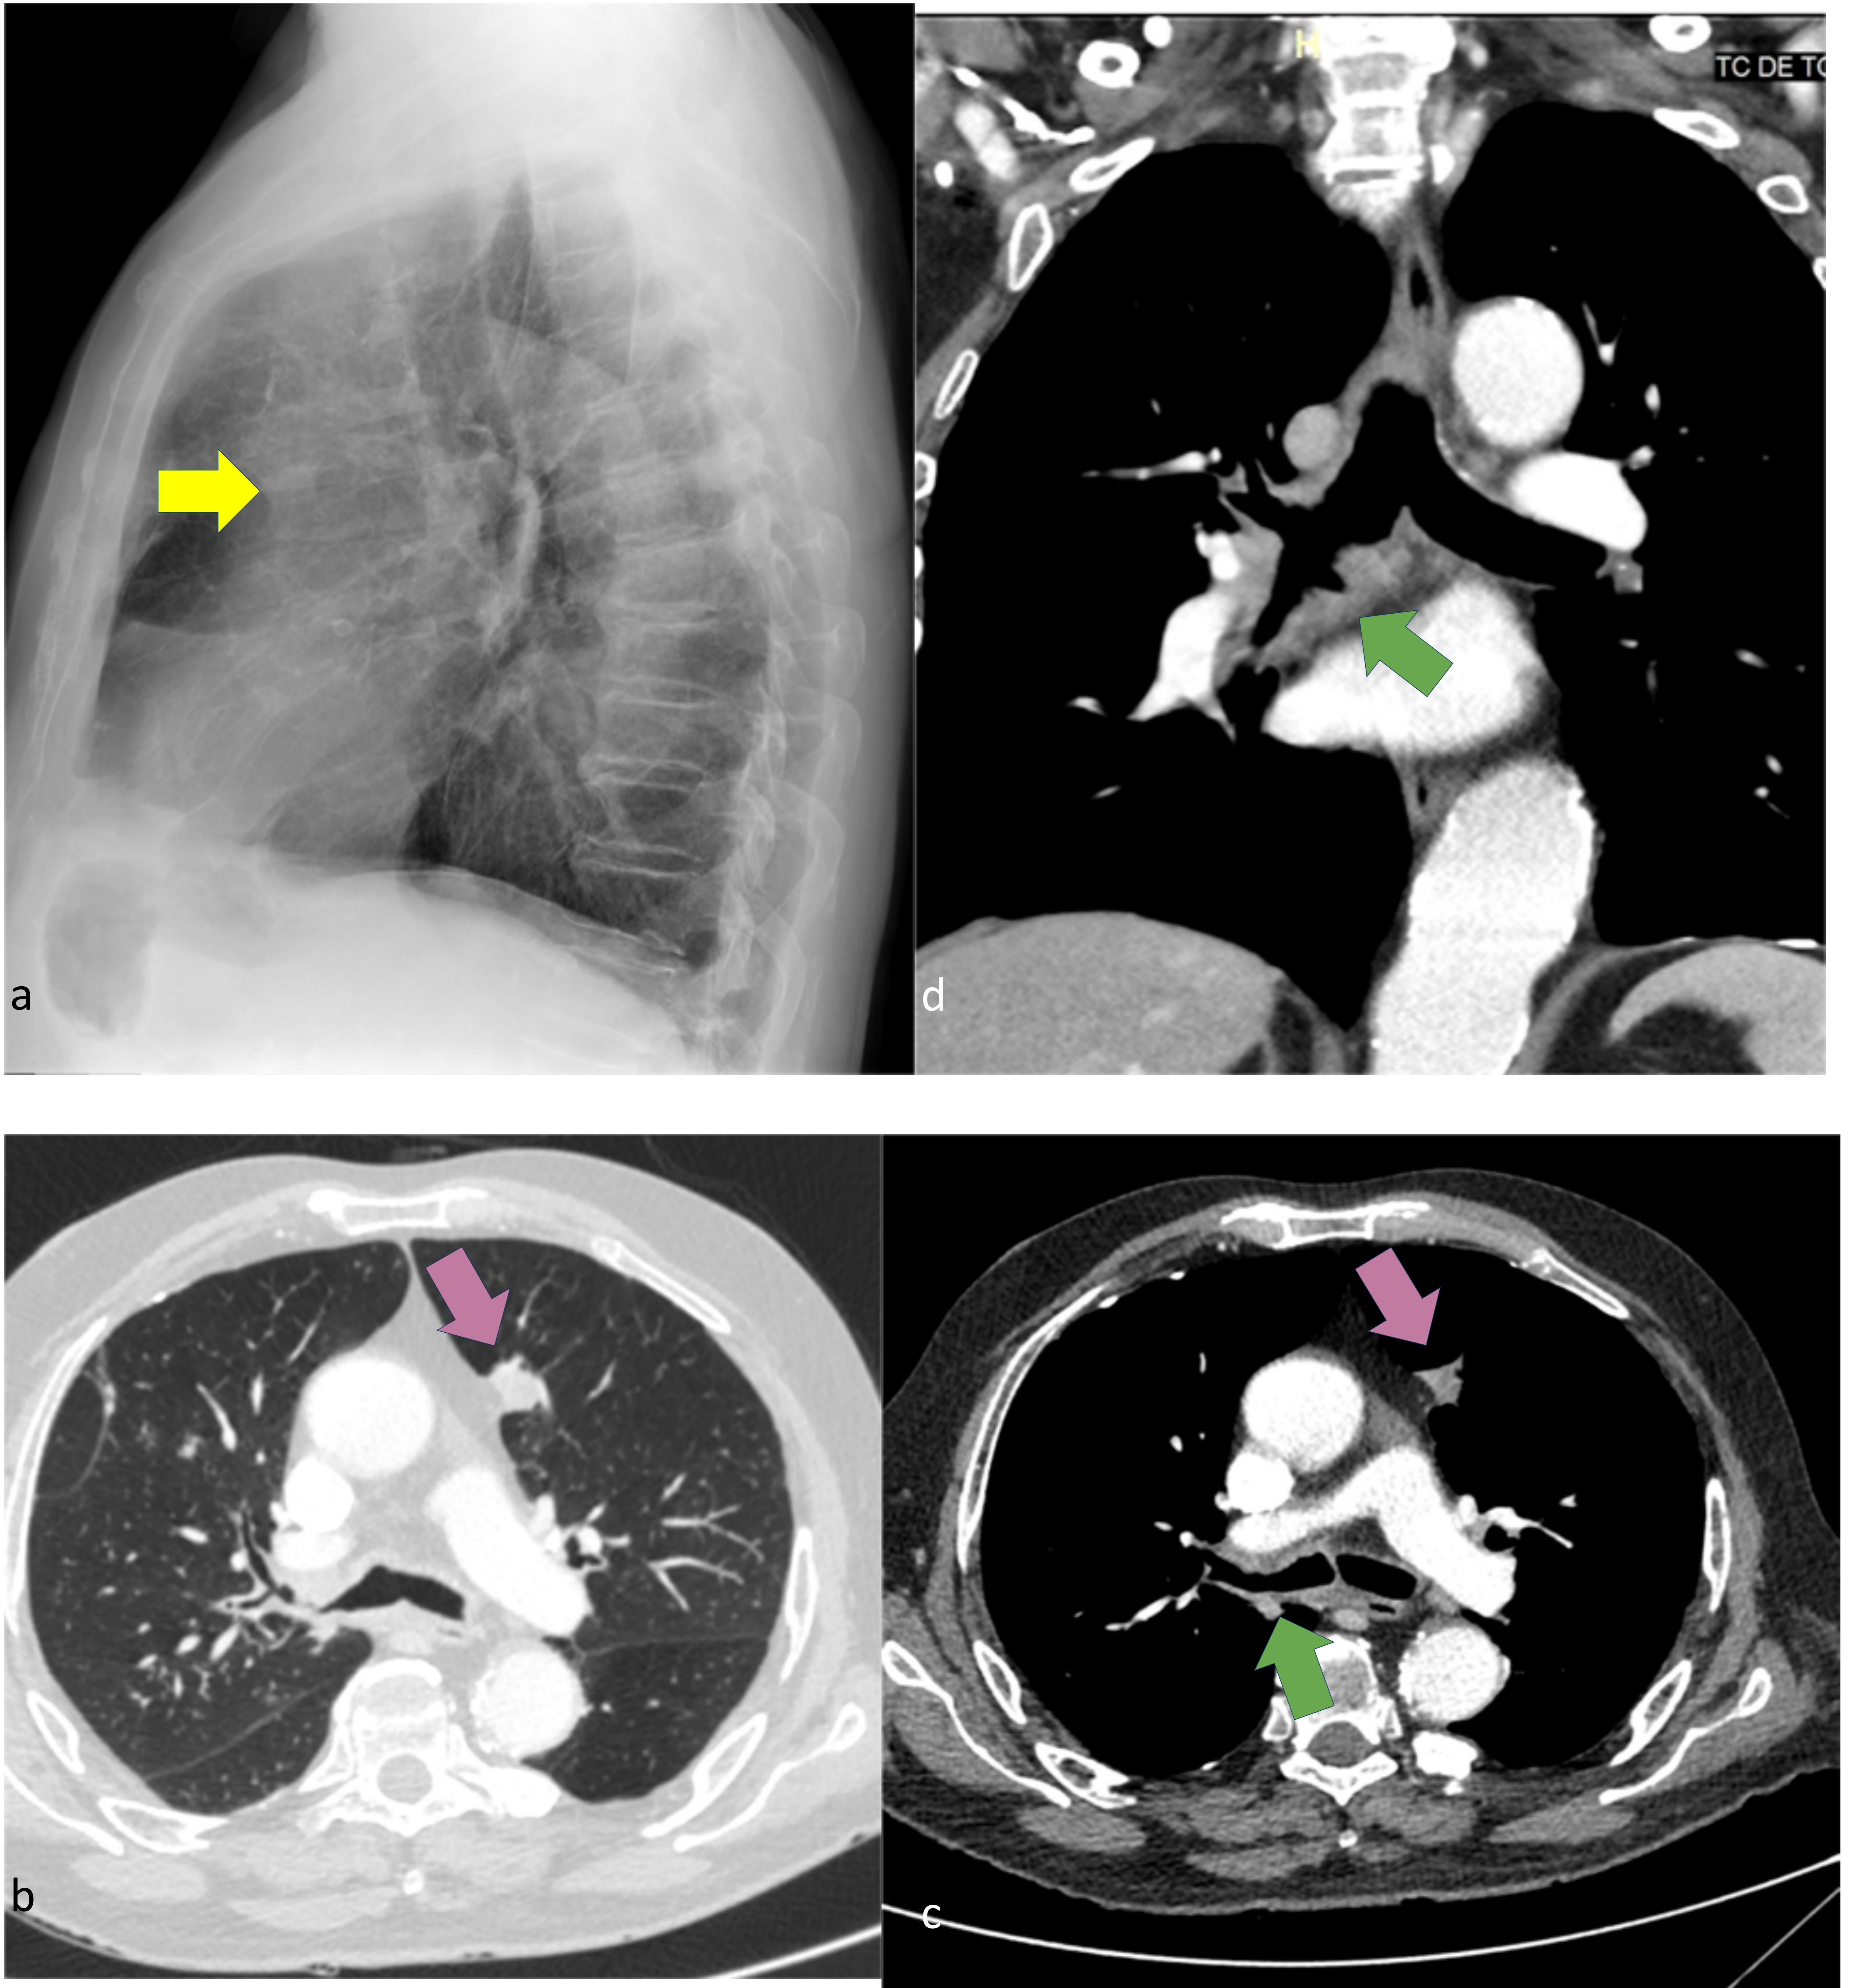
Varón de 75 años con síndrome general. (a) Rx lateral: nódulo adyacente a la aorta torácica ascendente (flecha amarilla). (b, c, d) TC axial y coronal: nódulo paramediastínico izquierdo (flechas violetas) que se correspondía al visualizado en Rx e importante engrosamiento de la pared del BPD y bronquio intermediario -BI- (flechas verdes).
